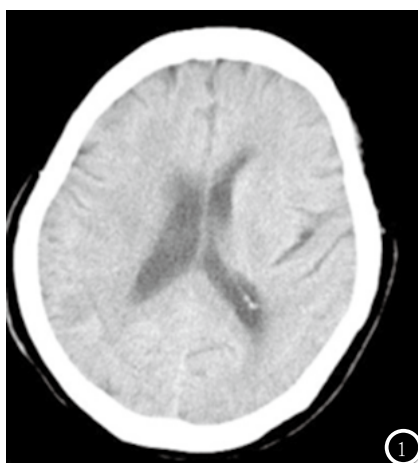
图1为患者入院时CT扫描，右侧侧脑室未见病灶。图2为患者CT未见病灶后随即行MRI，T2WI和DWI可见右侧侧脑室梗塞灶。
